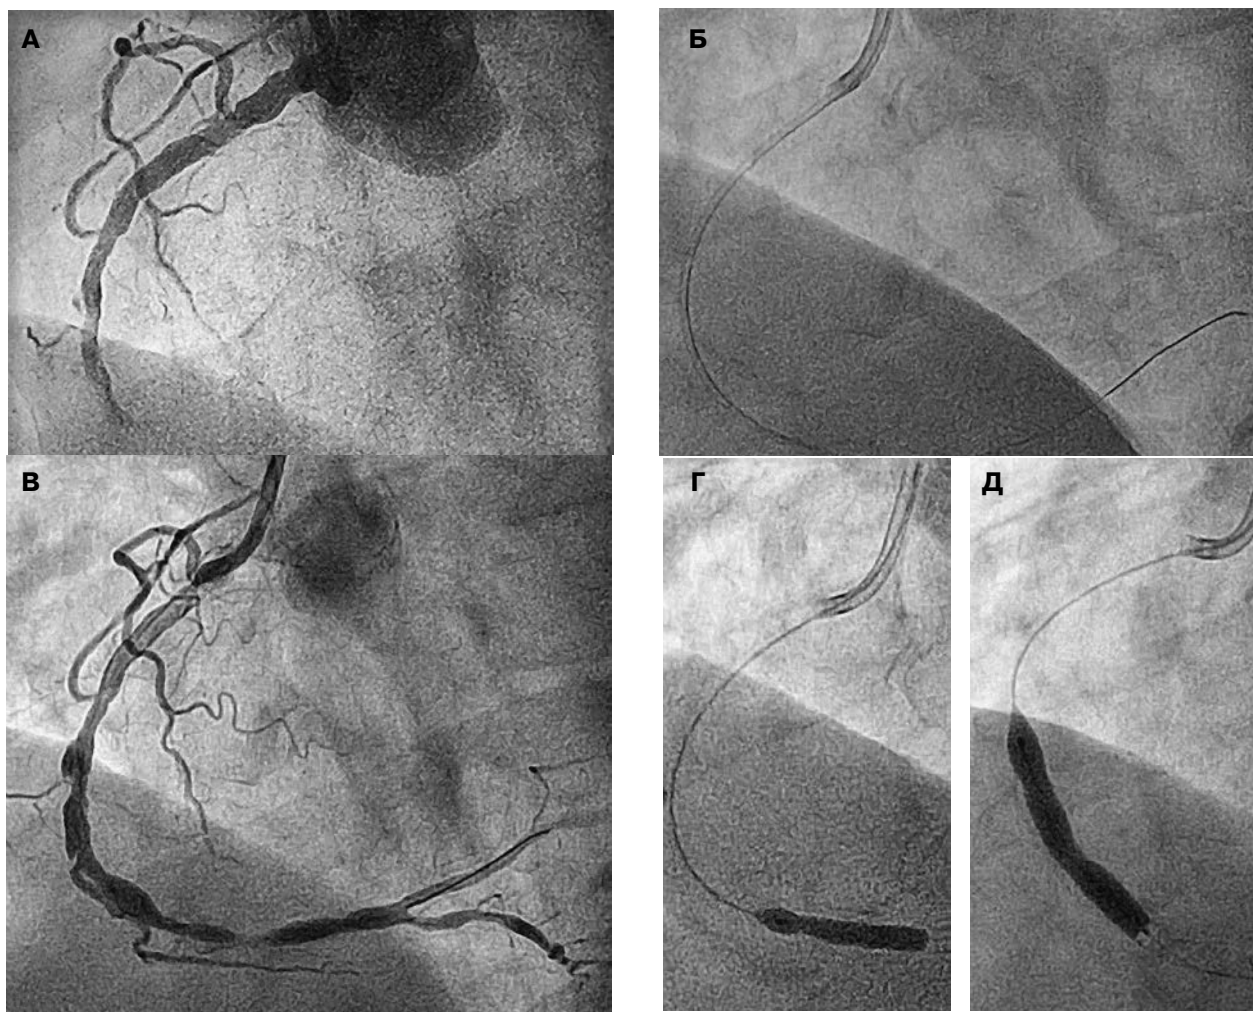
Коронарограмма пациента в первые 3 ч от начала симптомов STEMI. А – тромботическая окклюзия в средней трети правой венечной артерии без признаков дистального кровотока, степень эпикардиального кровотока – TIMI 0, степень миокардиальной перфузии – MBG 0. Б – процесс аспирации внутрикоронарного тромба. В – кровоток частично восстановлен после аспирации внутрикоронарного тромба, степень эпикардиального кровотока – TIMI 2, степень миокардиальной перфузии – MBG 2. Г, Д – момент имплантации стентов в зону тромботической окклюзии и проксимальный сегмент правой венечной артерии.
